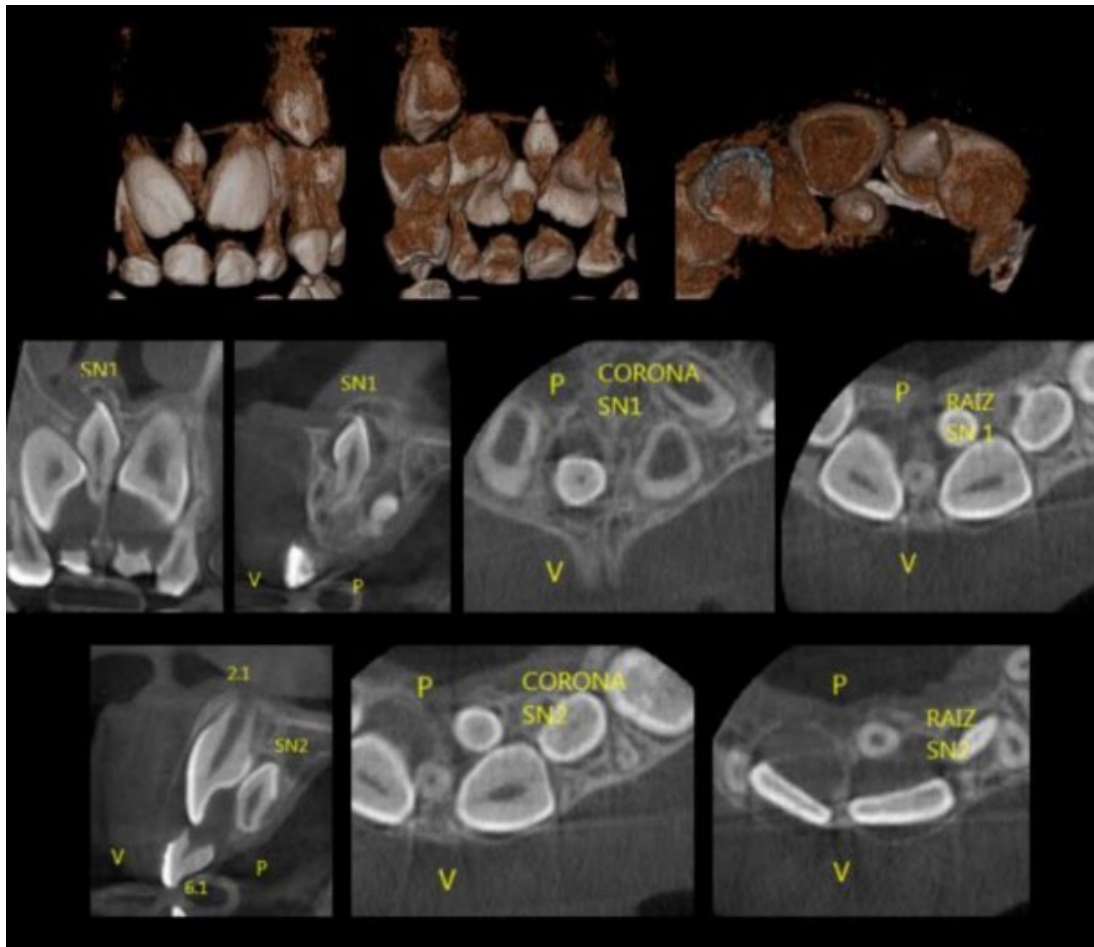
Tomografía computarizada. Localización de mesiodens.
